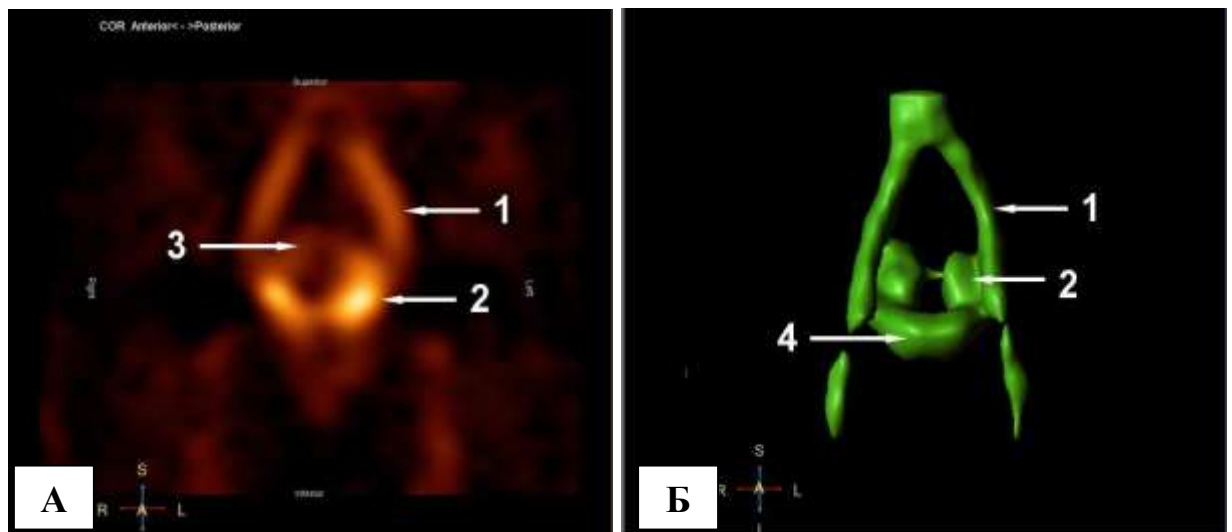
Радионуклидная томограмма (А) и 3-D реконструкция (Б) подвздошных и тазовых вен: 1 – левые подвздошные вены, 2 – левое гроздевидное сплетение, 3 – маточно-влагалищное сплетение, 4 – мочевой пузырь (указано стрелками). Контрастирование четкое с участками повышенной яркости в проекции гроздевидных венозных сплетений.
